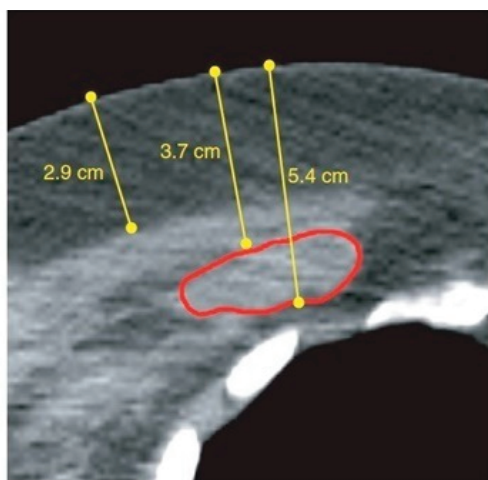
А – данные компьютерной томографии рецидива рака молочной железы (срез проведен по центру опухоли). Граница опухоли обведена контуром. Стрелками показано расстояние от кожи до верхнего (3,7 см) и нижнего края опухоли (5,4 см), при толщине ПЖК 2,9 см.
